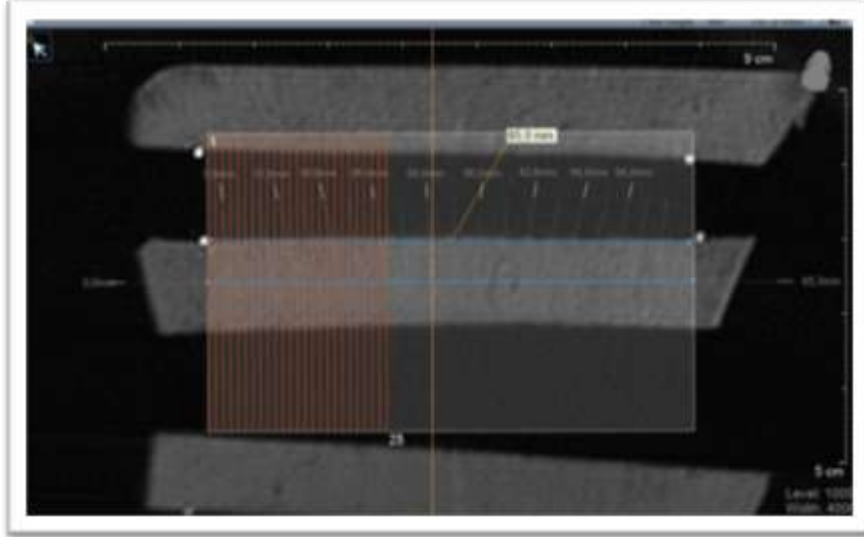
Kemik bloklarının tomografide renklendirilmiş görüntüsü
